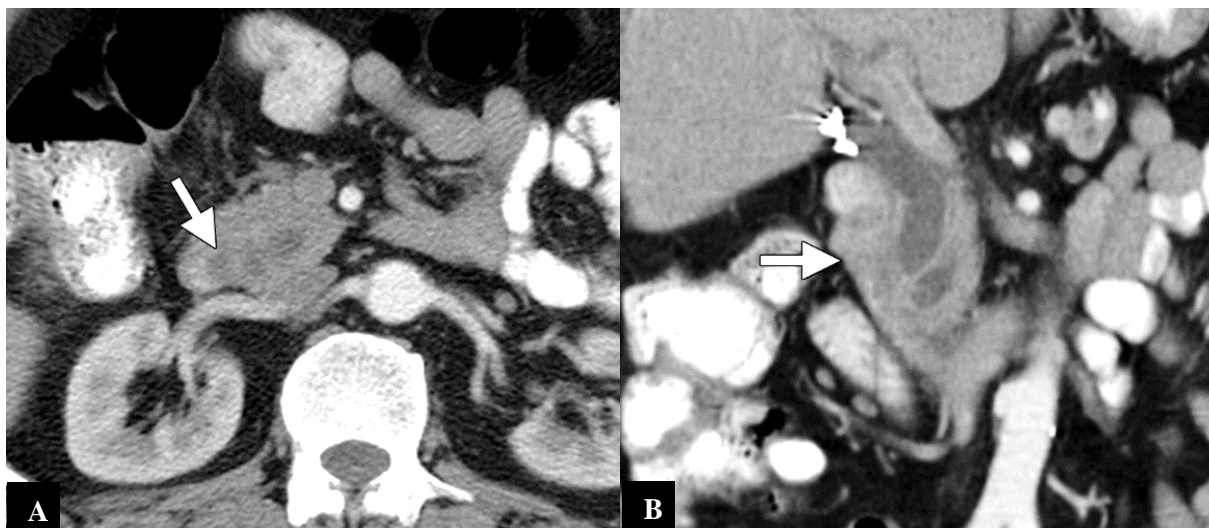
Adénocarcinome duodéal. Les images TDM axiale (A) et coronale (B) après injection montrent une masse hypodense de la deuxième partie du duodénum (flèche), avec dilatation de la VBP et du CPP (B) (229).
